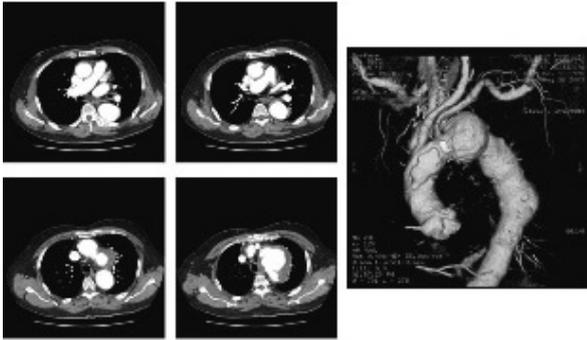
図5症例：動脈硬化性の弓部瘤の79歳男性。胸部CT画像。上行大動脈の不整及び石灰化。上行大動脈から頸部分枝近傍の弓部大動脈の粥腫の存在が認められる。
